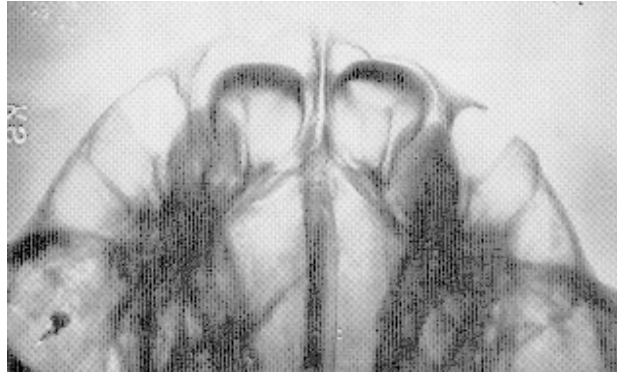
Suture inter-incisive médiane de nouveau né. Noter les condensations osseuses marginales de part et d'autre de la suture inter-incisive médiane. Elles sont constituées par de nombreuses petites travées d'ossification perpendiculaires à la suture (leur obliquité sur ces clichés est un artefact radiographique), semblables à celles que l'on observe au niveau de toutes les sutures membraneuses (cf. fig. 16).
